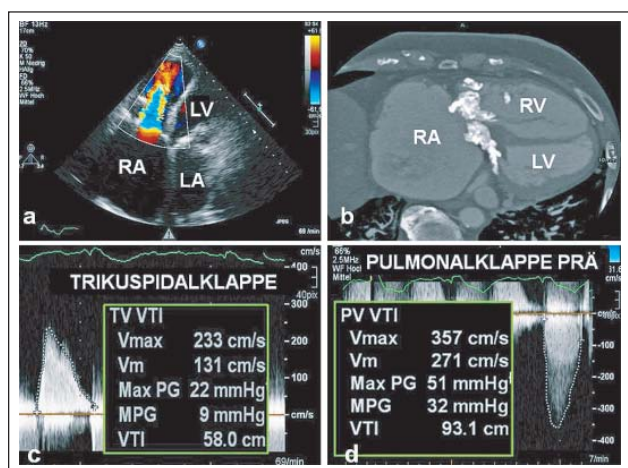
(a): Farbdoppler über TK; (b): Multislice-CT; (c): CW-Doppler über TK; (d): CW-Doppler über PK. LV: linker Ventrikel; LA: linker Vorhof; RV: rechter Ventrikel; RA: rechter Vorhof; Vmax: maximale systolische Strömungsgeschwindigkeit; Vm: mittlere systolische Strömungsgeschwindigkeit; Max. PG: maximaler systolischer Druckgradient; MPG: mittlerer systolischer Druckgradient; VTI: Geschwindigkeits-Zeit-Integral
